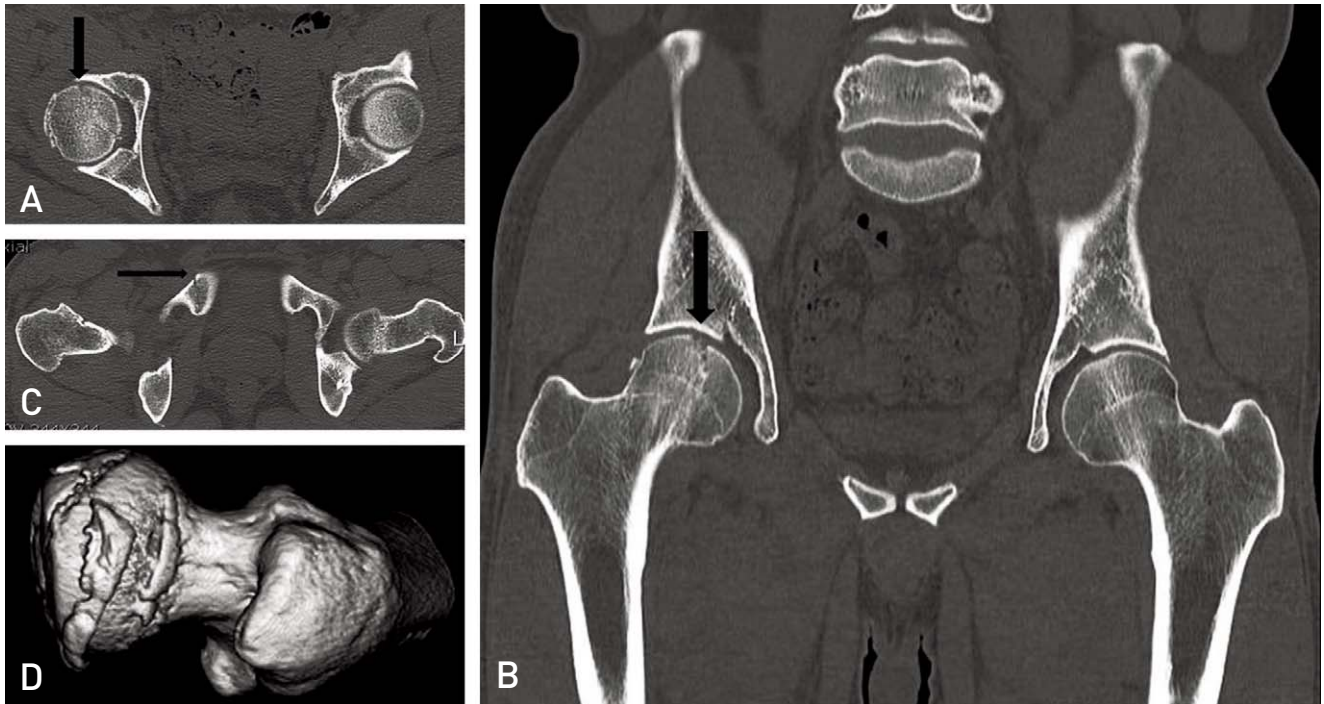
(A) Pelvis CT image showing Pipkin type 2 femoral head fracture. (B) Impacted and incomplete fracture. (C) Right superior ramus fracture. (D) The 3D CT image of femur demonstrates the fracture line is along with the margin of posterior rim of acetabulum.
